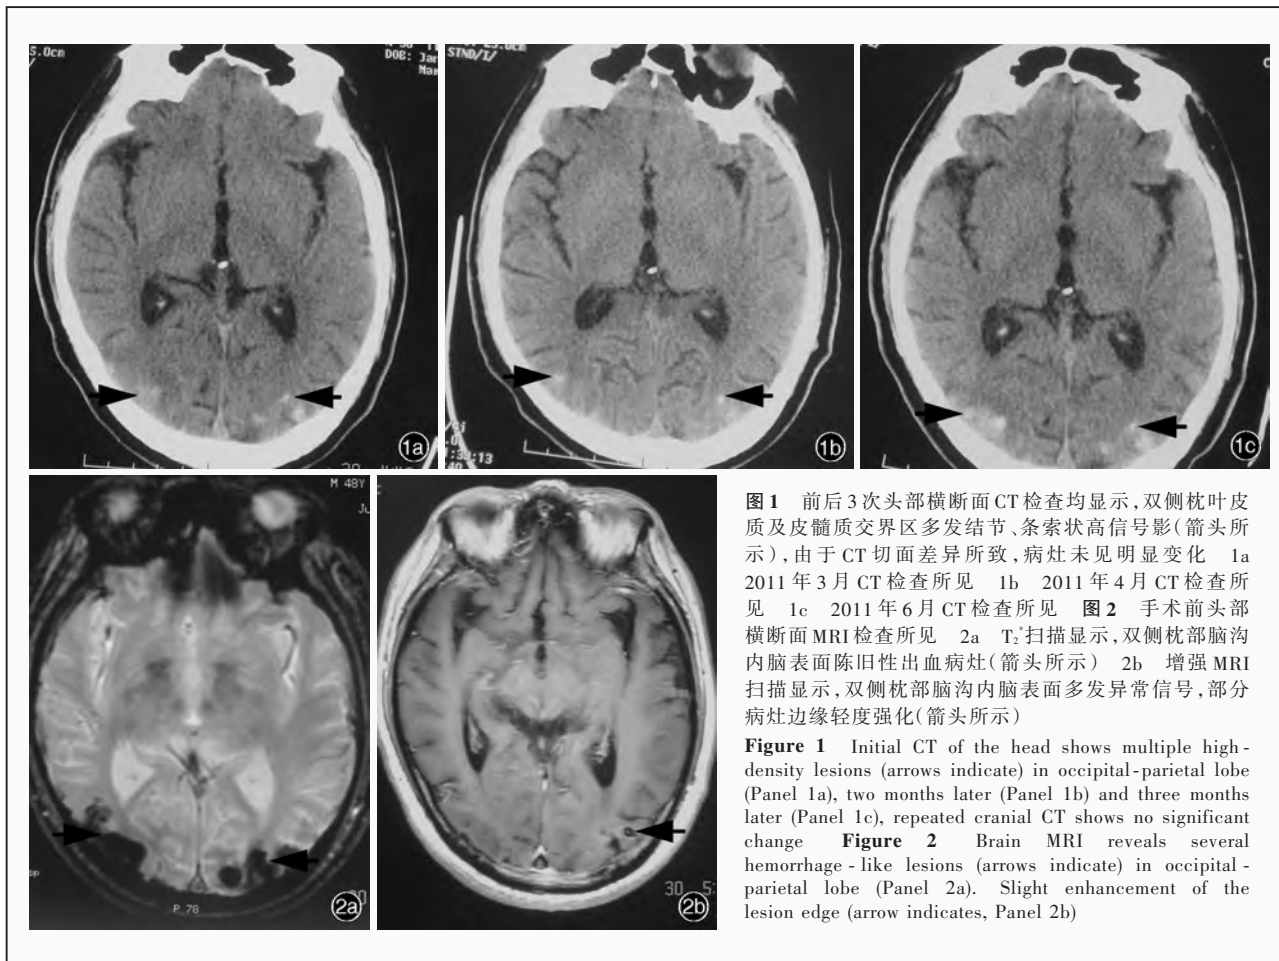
前后 3 次头部横断面 CT 检查均显示, 双侧枕叶皮质及皮髓质交界区多发结节、条索状高信号影(箭头所示), 由于 CT 切面差异所致, 病灶未见明显变化 1a 2011 年 3 月 CT 检查所见 1b 2011 年 4 月 CT 检查所见 1c 2011 年 6 月 CT 检查所见 图 2 手术前头部横断面 MRI 检查所见 2a T₂ 扫描显示, 双侧枕部脑沟内脑表面陈旧性出血病灶(箭头所示) 2b 增强 MRI 扫描显示, 双侧枕部脑沟内脑表面多发异常信号, 部分病灶边缘轻度强化(箭头所示)
